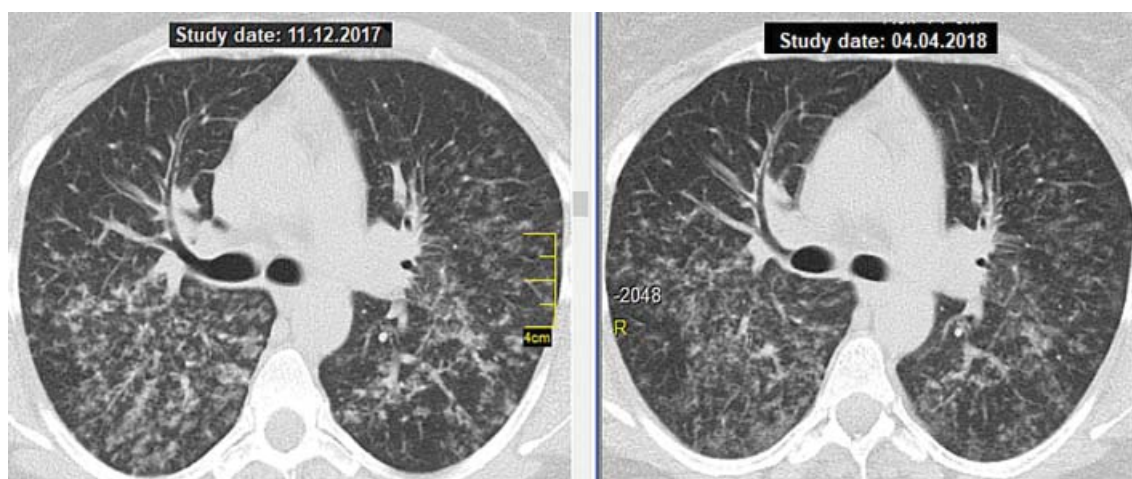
КТ пацієнтки Н., саркоїдоз легень, II стадія, рефрактерний перебіг: зниження інтенсивності легеневої дисемінації щільність паренхіми зменшилася з –701 HU до –766 HU.
